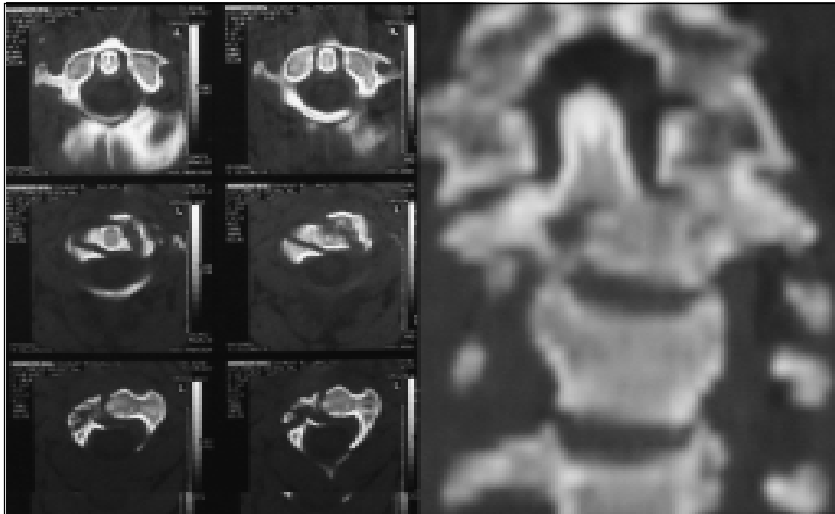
TAC transaxial y reconstrucción sagital.
